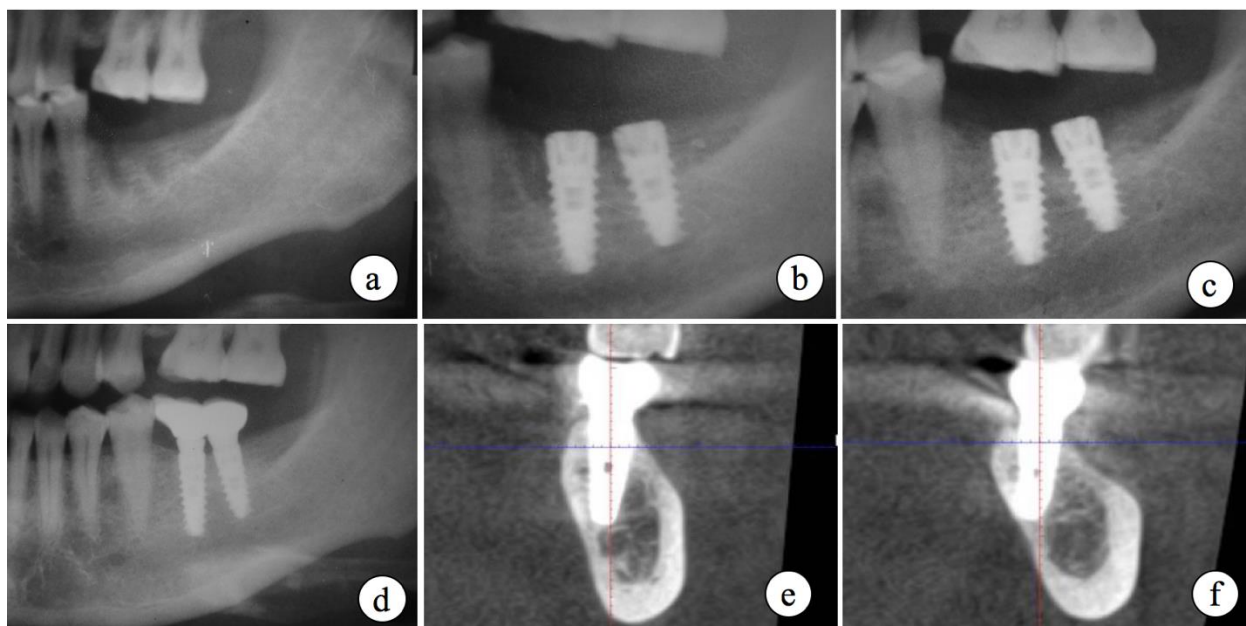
Fragmente de OPG: a) preoperator – la 8 săptămâni după extracția d.36; b) postoperator – în alveola posterioară cu trecere în septul interradicular instalat implant - 3,75-11,5; posterior în osul matur (d. 37 extras 5 ani) – implant 3,75-10; c) la 4 luni după implantare – implantul anterior din partea mezială acoperit cu os, din distal – resorbție; d) 3 ani după punere în funcție – apozitie de os, platformele ambelor implante acoperite cu os matur; e, f) fragmente din CBCT la 4 ani după punere în funcție, os matur periimplantar fără semne de resorbție.
